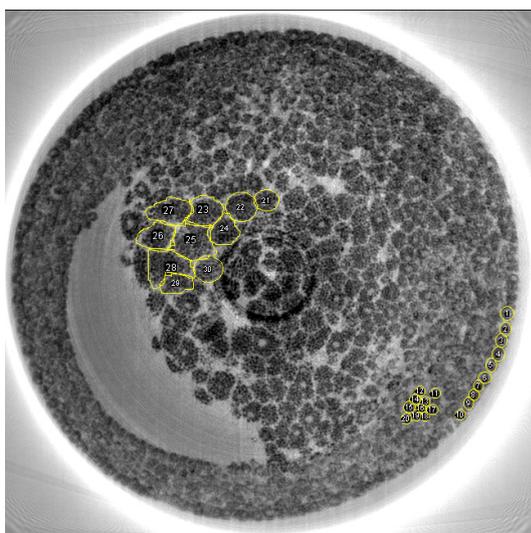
Разрез эмбриона, полученный с помощью рентгеновской томографии (частично выделены клетки в областях: 1–10 – эктодерм, 11–20 – мезодерм, 21–30 – эндодерм)
